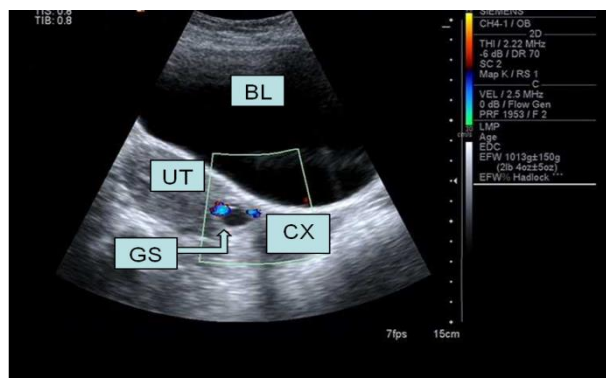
患者，41岁，孕2产1，主因停经40⁺天，自测尿HCG(+)来院就诊。经腹超声，正中矢状切面发现孕囊位于子宫下段瘢痕部位，大小1.7 cm×1.5 cm，未见突向宫腔，彩
